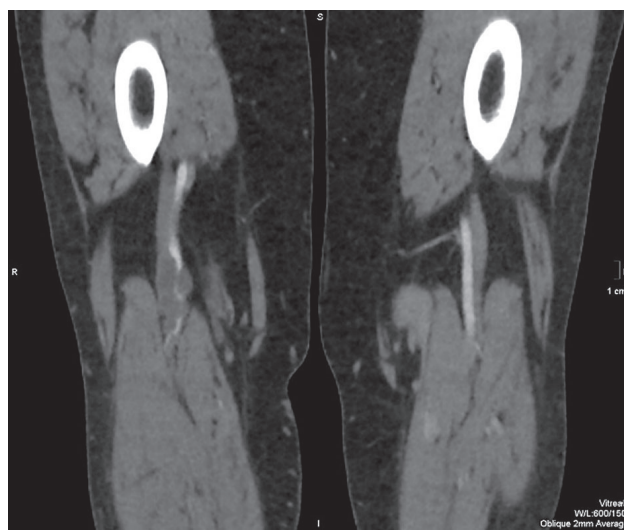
Пациентка Ц., 52 года. КТ ангиография, фронтальная плоскость
